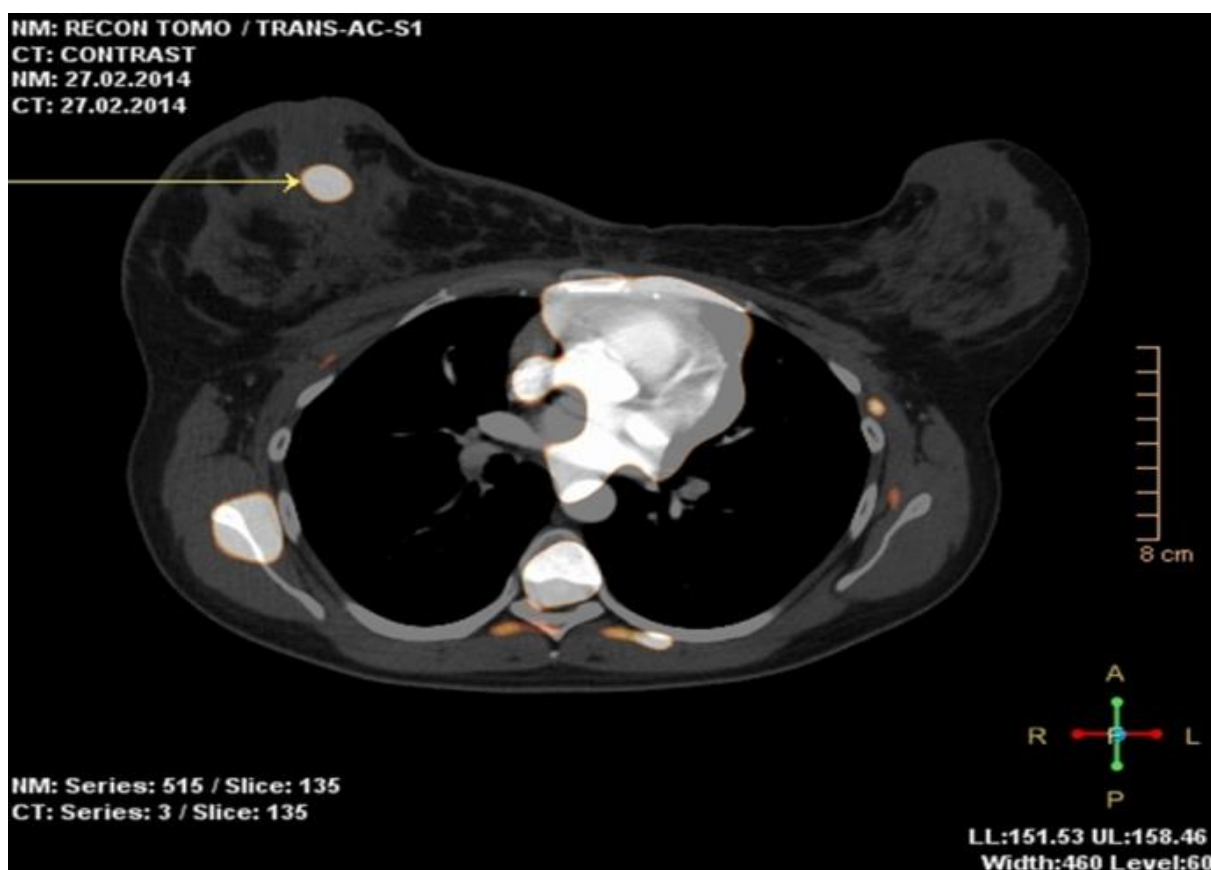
ОФЭКТ/КТ молочных желез с Тс-99м-ТЕХНЕТРИЛ (MIBI) при отечно - инфильтративной форме РМЖ.
